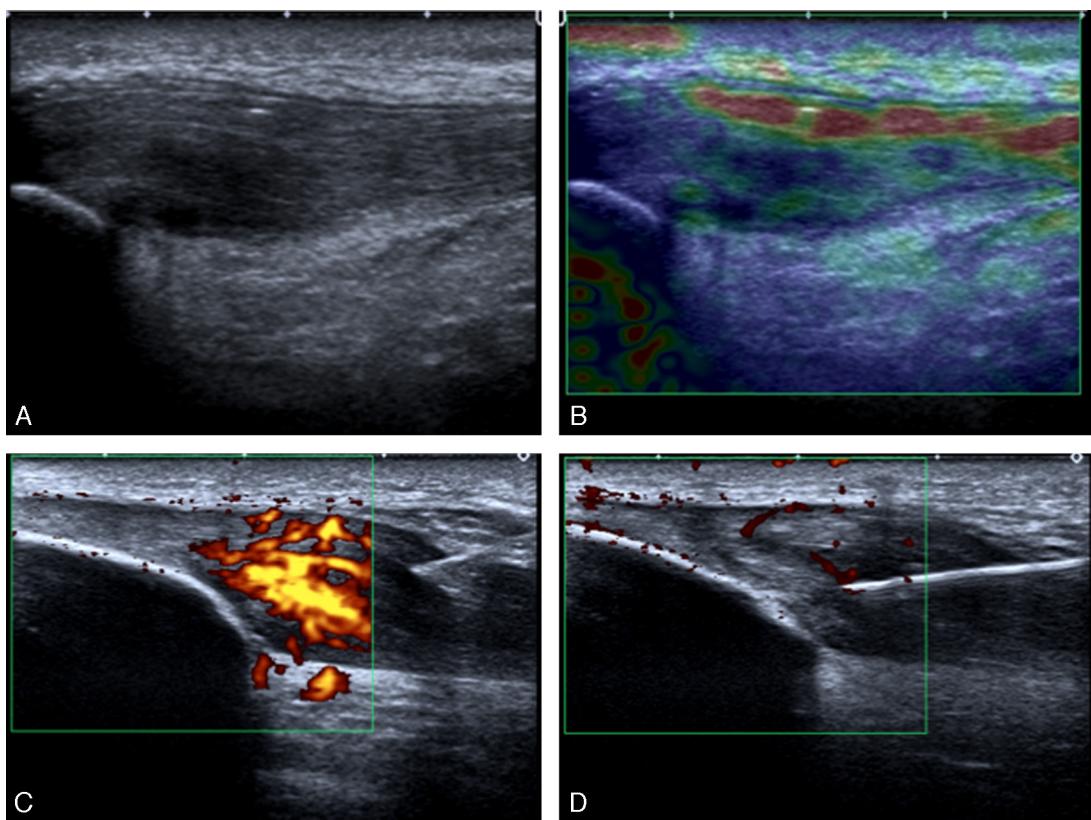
Plano longitudinal del tendón rotuliano. A) Imagen ecográfica que muestra engrosamiento y heterogeneidad por tendinopatía de aspecto degenerativo. B) Aspecto elastográfico que muestra áreas “blandas”(rojas) que indican degeneración. C) Doppler de amplitud que muestra abundante flujo intratendinoso que confirma la degeneración. D) Se realiza punción ecoguiada para esclerosis de los vasos, que acaban desapareciendo.
